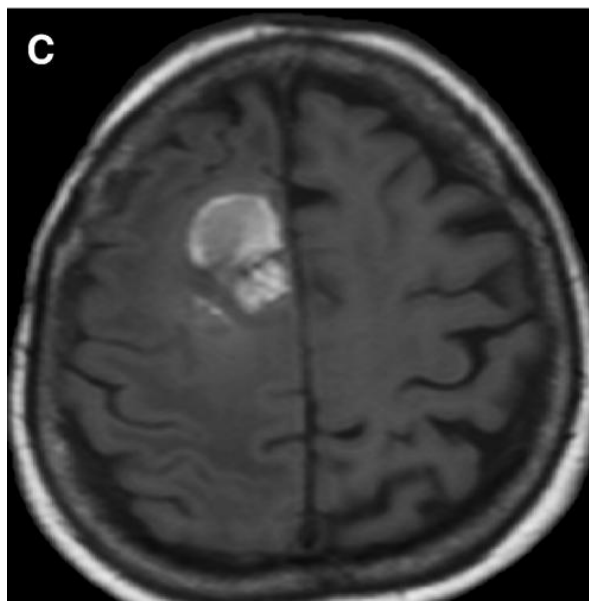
Oligodendroglioma anaplásico em imagem de ressonância magnética (FONSECA, 2006, p.613).
